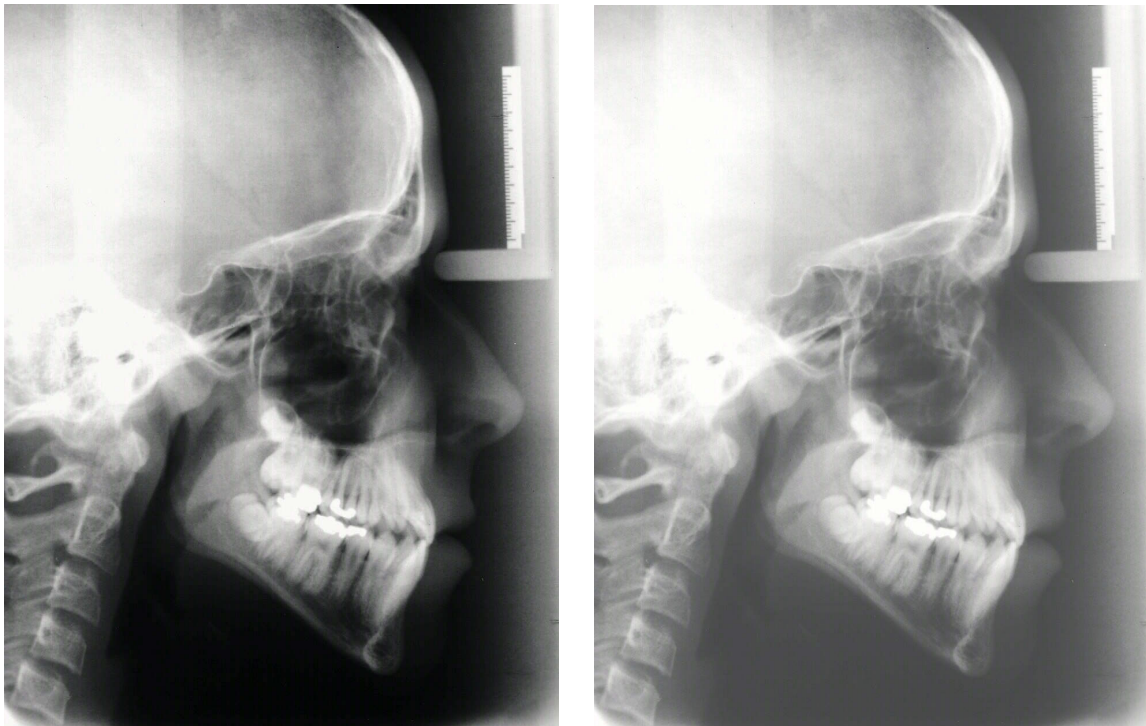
+b: Fernröntgenbild mit (a) schlecht erkennbarem Weichteilprofil und (b) gut erkennbarem Weichteilprofil, modifiziert durch softwaregestützte Helligkeitserhöhung und Kontrastabsenkung
